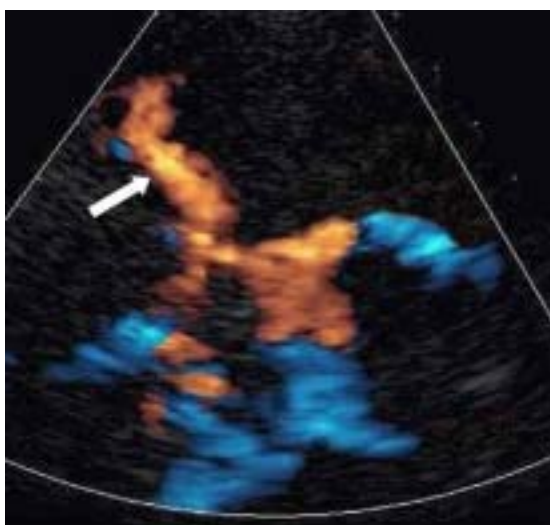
Poligono di Willis normale visto in scansione trasversale temporale destra con TCCD e con mezzo di contrasto ecografico (Sonovue) . La freccia indica la pervietà dell'arteria cerebrale media destra.
